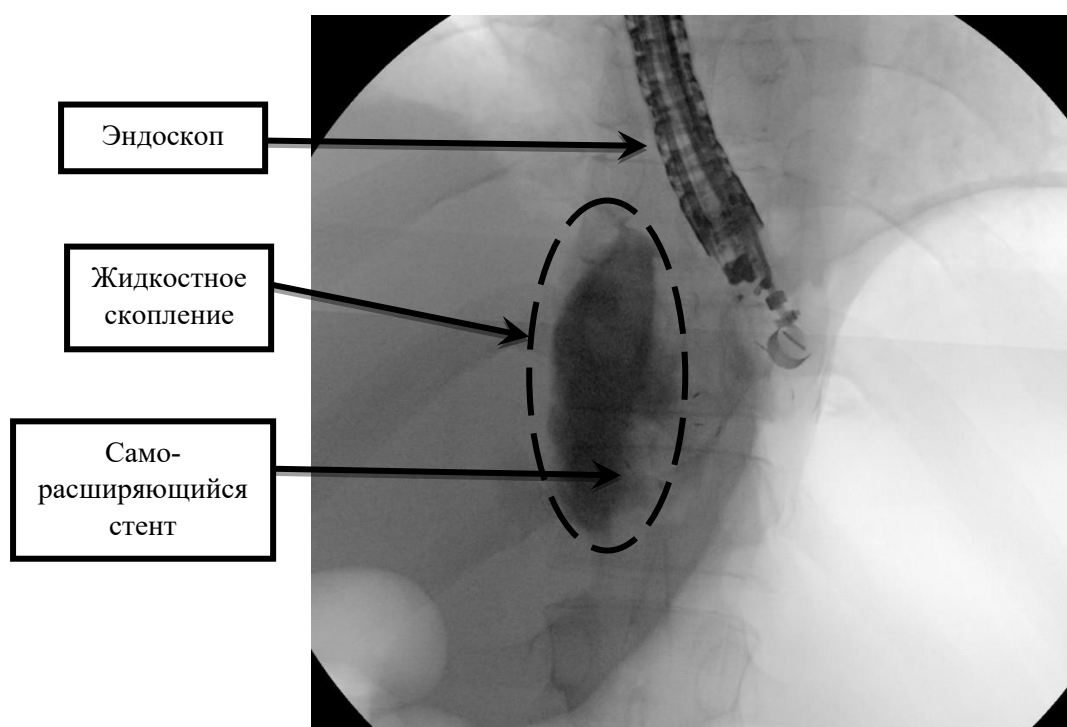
Рентгенограмма. Установка саморасширяющегося стента в просвет жидкостного скопления в проекции хвоста ПЖ
